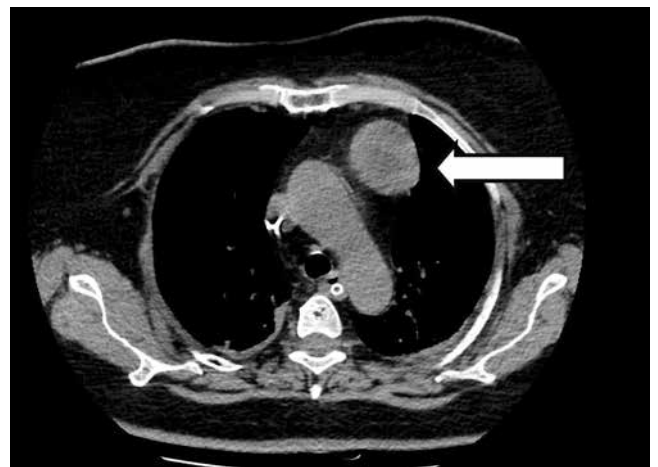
Образование в переднем средостении (КТ), не спаянное с окружающей клетчаткой, с четкими контурами, неоднородной плотности, размером $54 \times 36 \times 42$ мм
